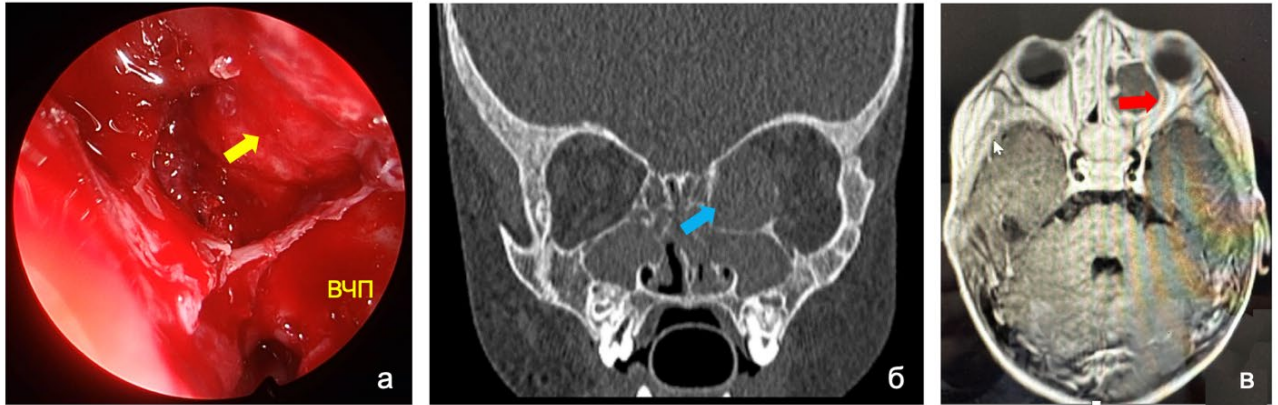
(а) Интраоперационная эндоскопическая картина субтотального дефекта медиальной стенки орбиты у ребенка 17 месяцев с МВ (ВЧП – верхнечелюстная пазуха, желтая стрелка – глазное яблоко) (левая половина носа, эндоскоп 30°); (б) соответствующая КТ-картина пиоцеле клеток решетчатого лабиринта слева (голубая стрелка) (коронарная проекция); соответствующая МРТ-картина деформации и компрессии левого канала зрительного нерва (Т1-режим, аксиальная проекция)
